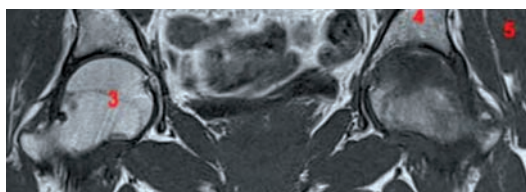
Algodystrophie de la tête fémorale gauche (œdème diffus à l'IRM).
